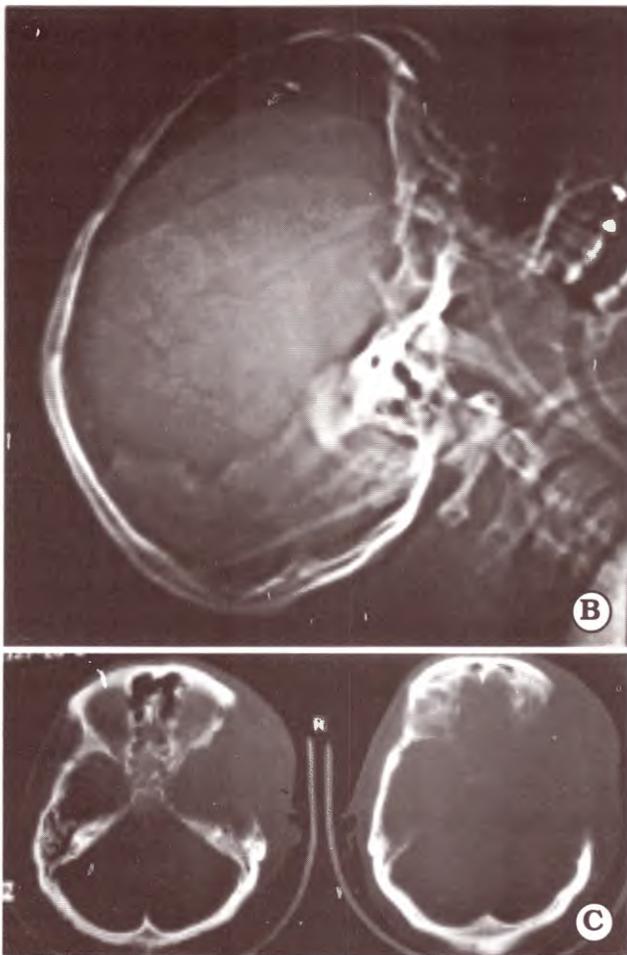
Hemicraniectomía descompresiva. B. Rx scout view. C. TAC ventana ósea. Remoción ósea basal
